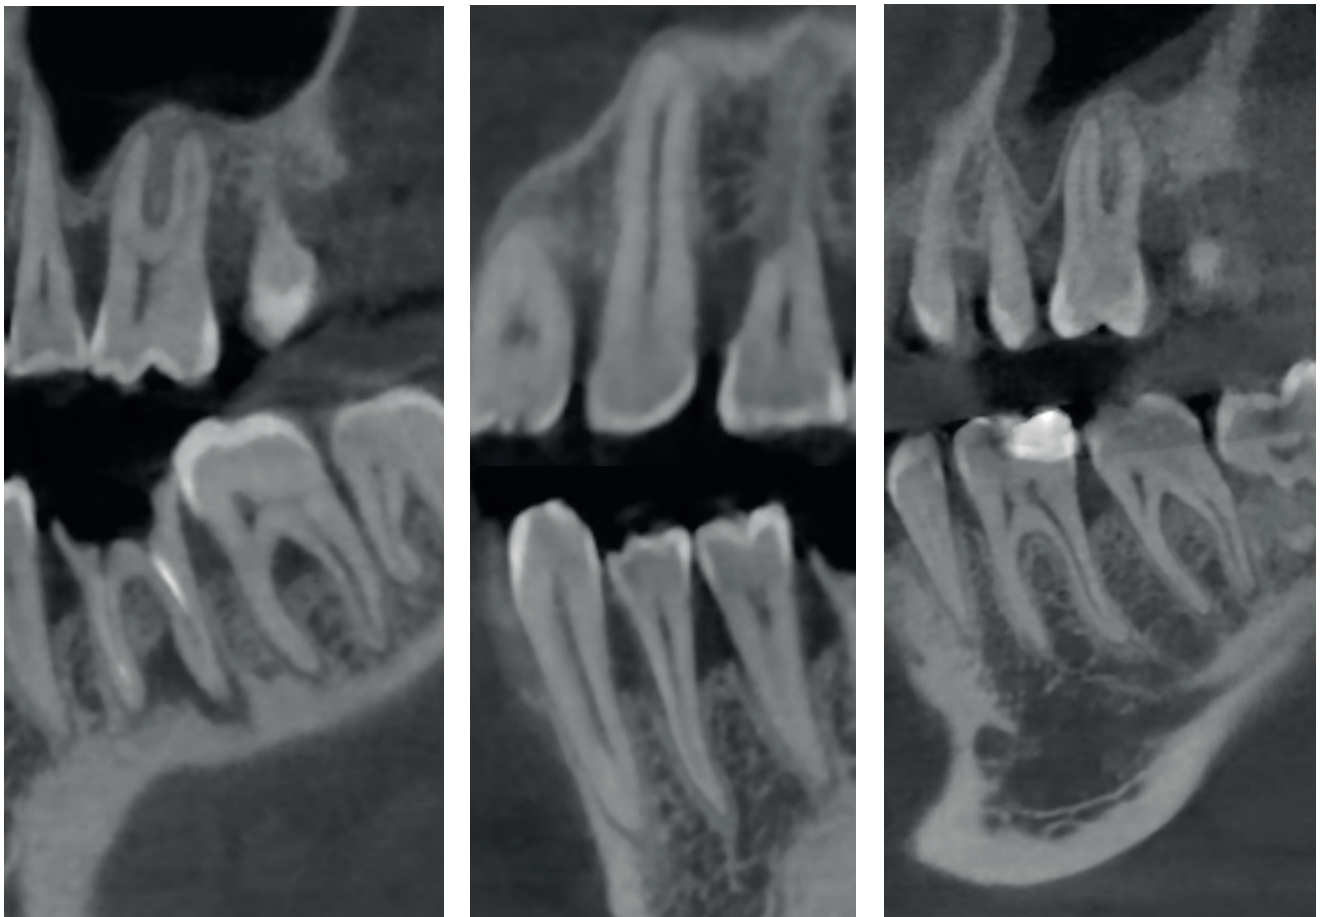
Компьютерная томограмма пациента У.В. 42 лет, и/б № 51966, сагиттальные срезы ЗЧС: 1.7 и 4.7 (слева), 1.3 и 4.4 (в центре), 2.6 и 3.6 (справа)
